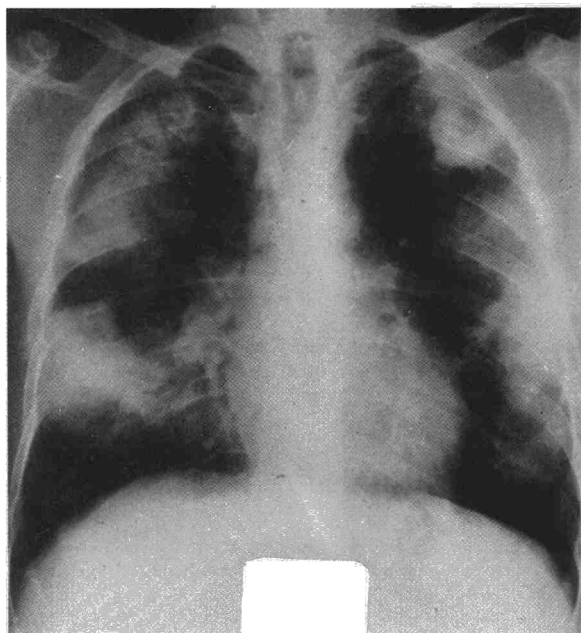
Radiografía de tórax al ingreso, demostrando la existencia de infiltrados alveolares bilaterales.
